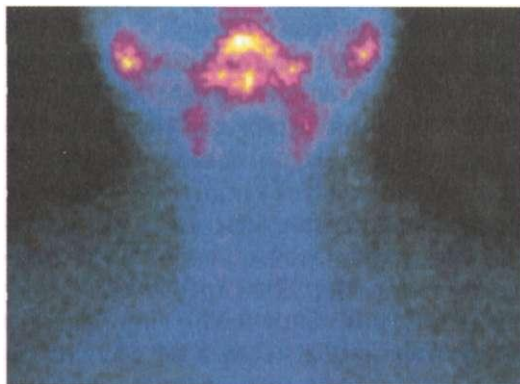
Сцинтиграфия щитовидной железы при послеродовом тиреоидите: резкое снижение захвата $^{99\text{Tc}}$ в сочетании с усиленным захватом слюнными железами
